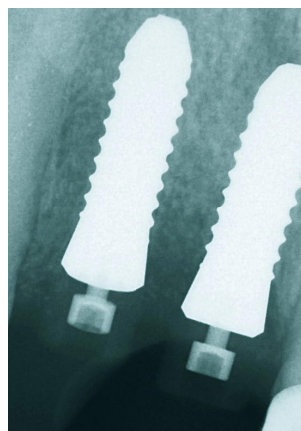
Röntgenkontrolle nach Implantatinsertion
